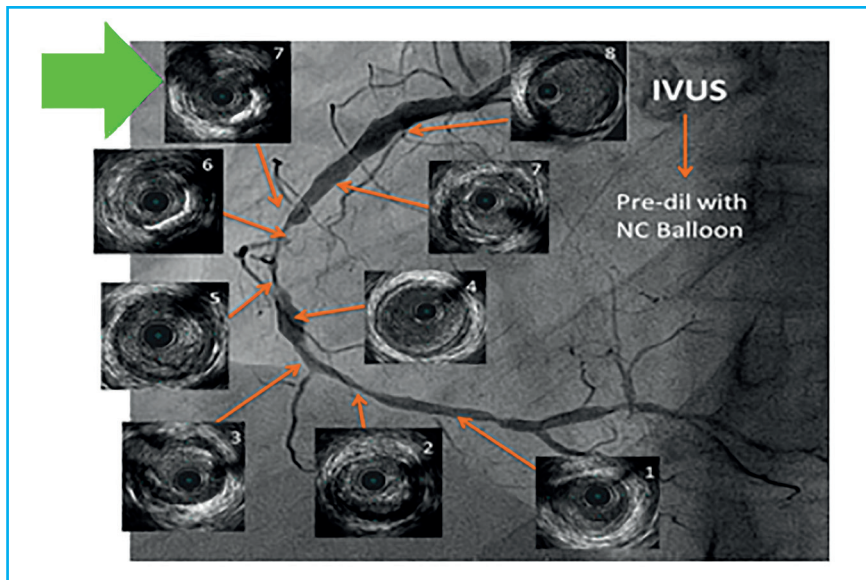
Intérêt de l'échographie endocoronaire dans l'évaluation des lésions diffuses.
